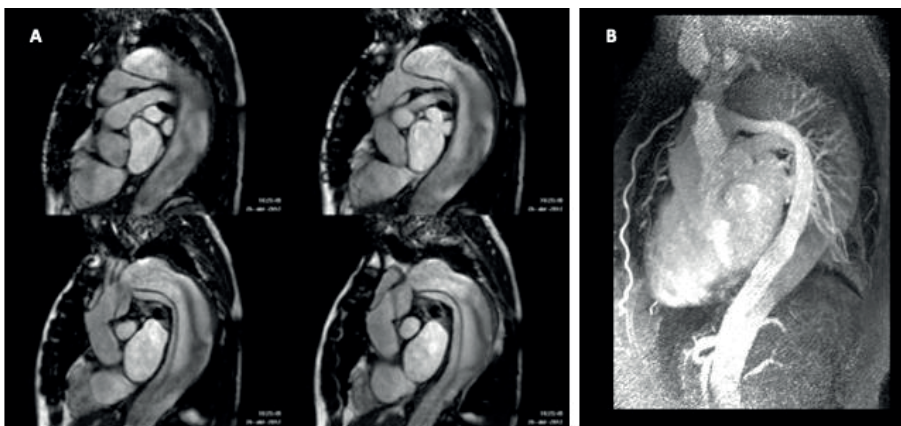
Utilidad de la resonancia magnética para el diagnóstico y seguimiento del síndrome aórtico agudo.
